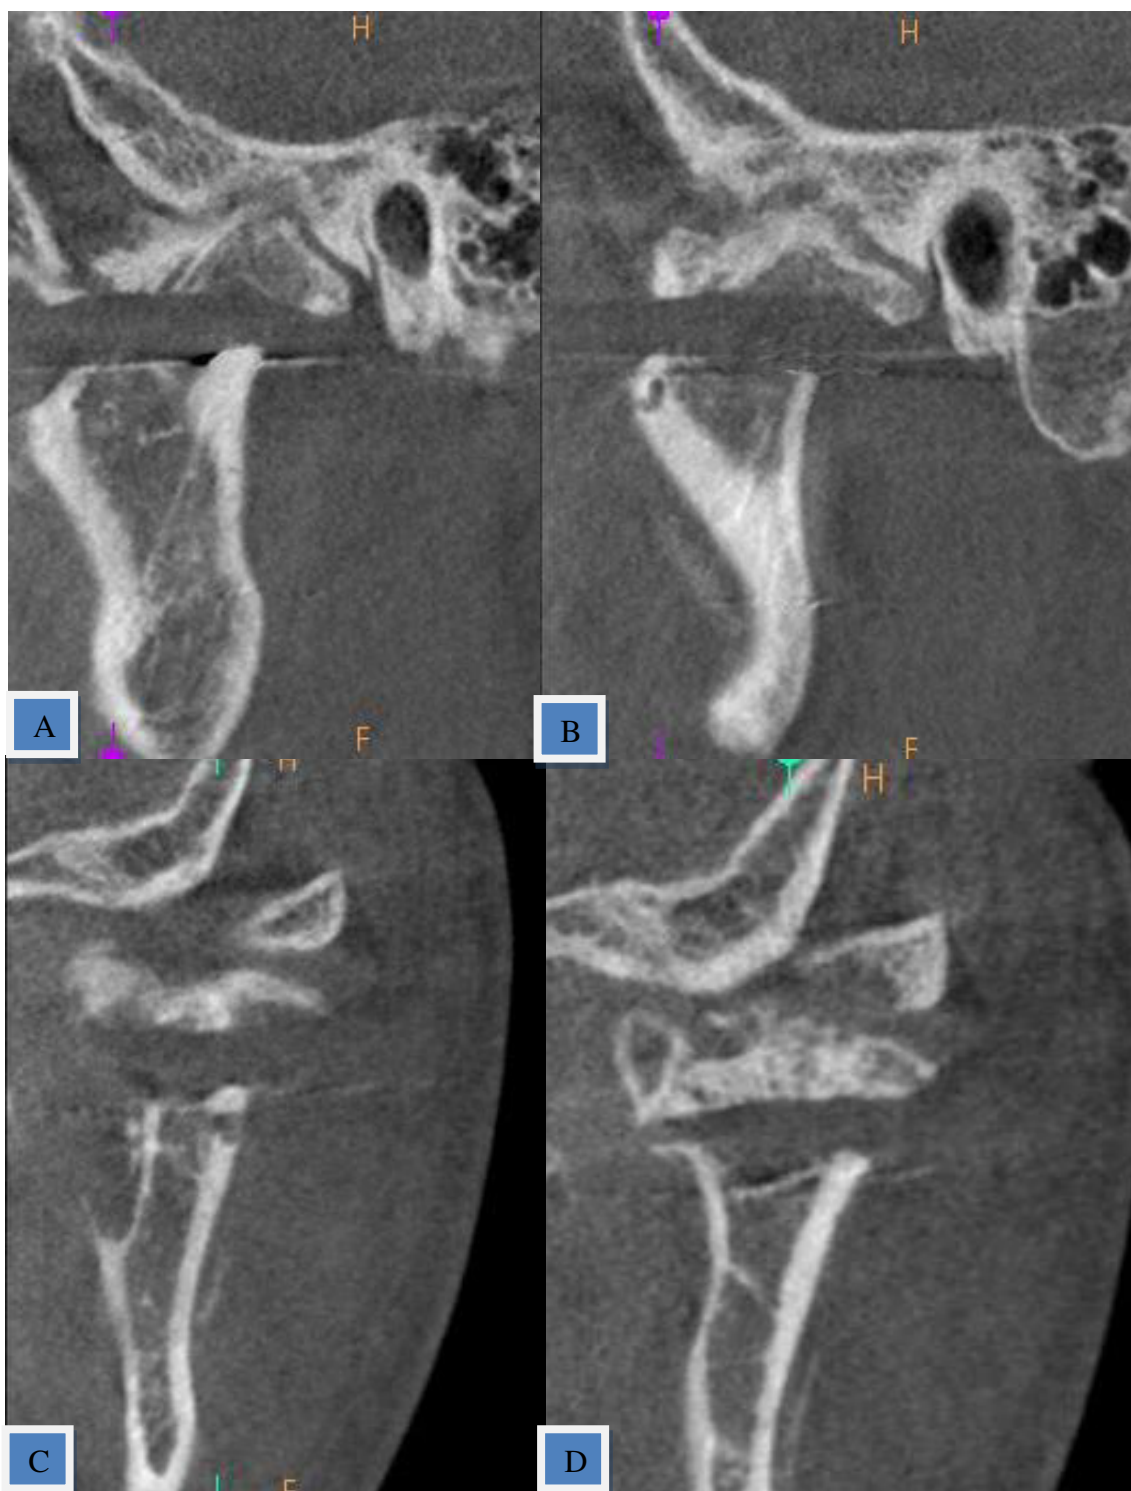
Tomografía Cone Beam A: corte parasagital de ATM lado izquierdo hacia medial. B: corte parasagital de ATM lado izquierdo hacia lateral. C: corte paracoronal anterior de ATM lado izquierdo. D: corte paracoronal medio posterior de ATM lado izquierdo.
